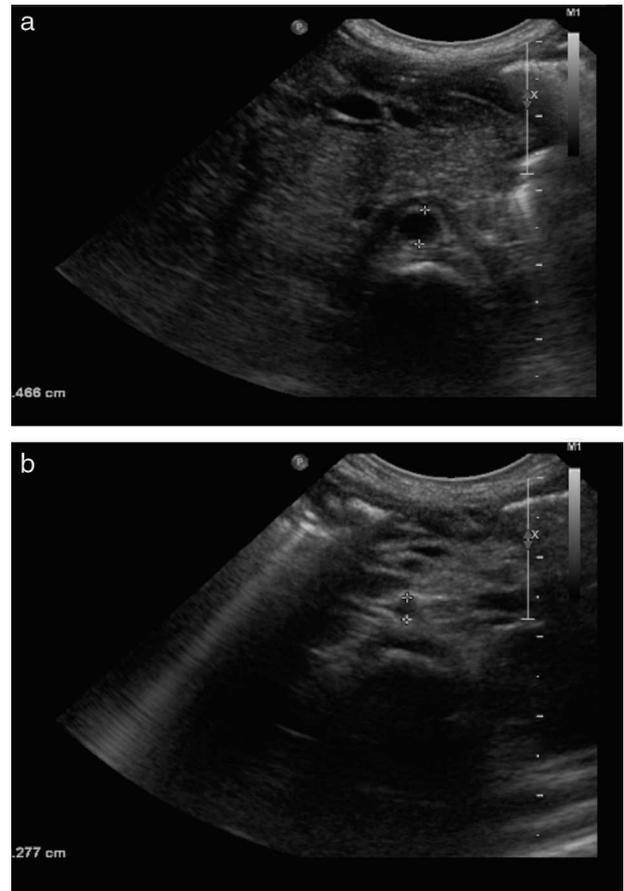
Ecografía hepática al diagnóstico. Se aprecian el calibre de la aorta previa al tronco celiaco, con un diámetro de 0,46 cm, y el calibre de la aorta distal al tronco celiaco, con un diámetro de 0,27 cm.
